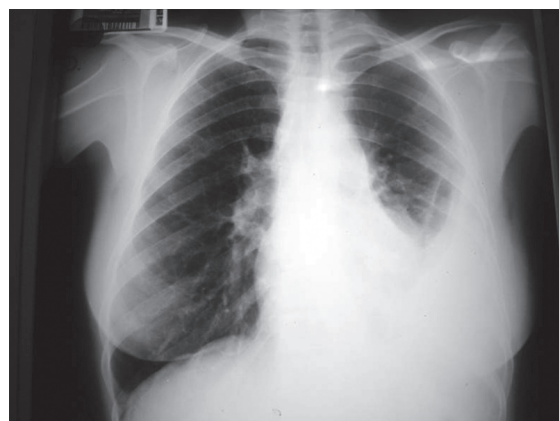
Radiografia de tórax em incidência pósterio-anterior evidenciando derrame pleural à esquerda.
